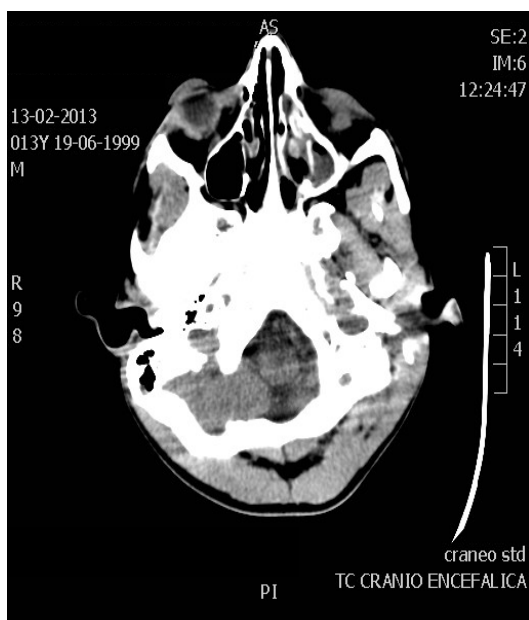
e 2 • TC-CE: otite média à esquerda e pansinusite.
